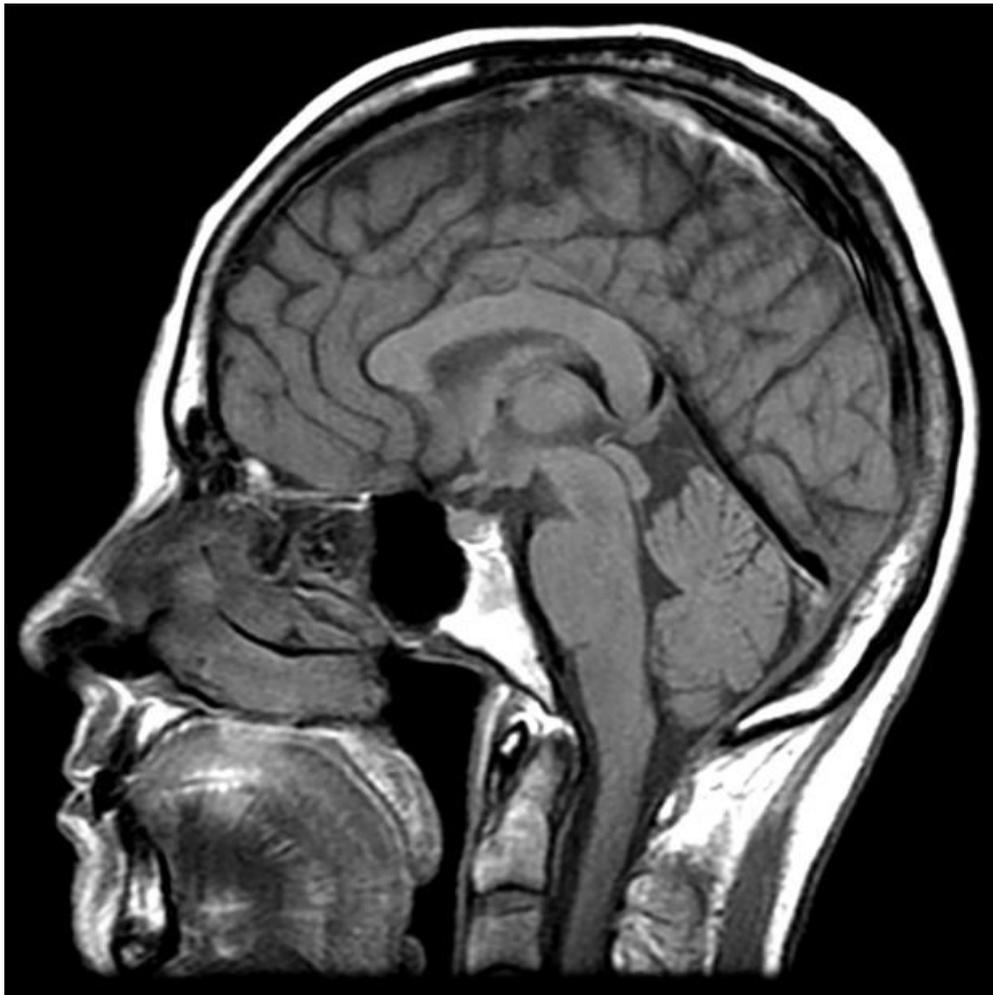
Imagem de ressonância magnética . Fonte: <<http://mriscancenter.com/mri-scan/>>
